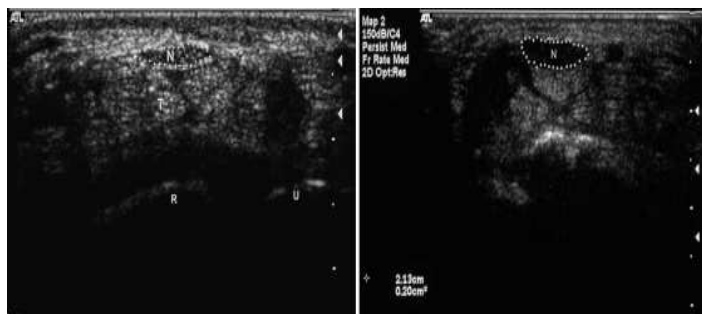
Vista axial do nervo mediano. Esquerda – Nervo mediano normal, delimitado e indicado pela letra N. Direita – Aumento da área do nervo com consequente perda de ecogenicidade⁽¹⁾. In: Walker, F O et al. *Ultrasound of nerve and muscle. Clinical Neurophysiology*. 2003, Vols. 115: 495-507.
